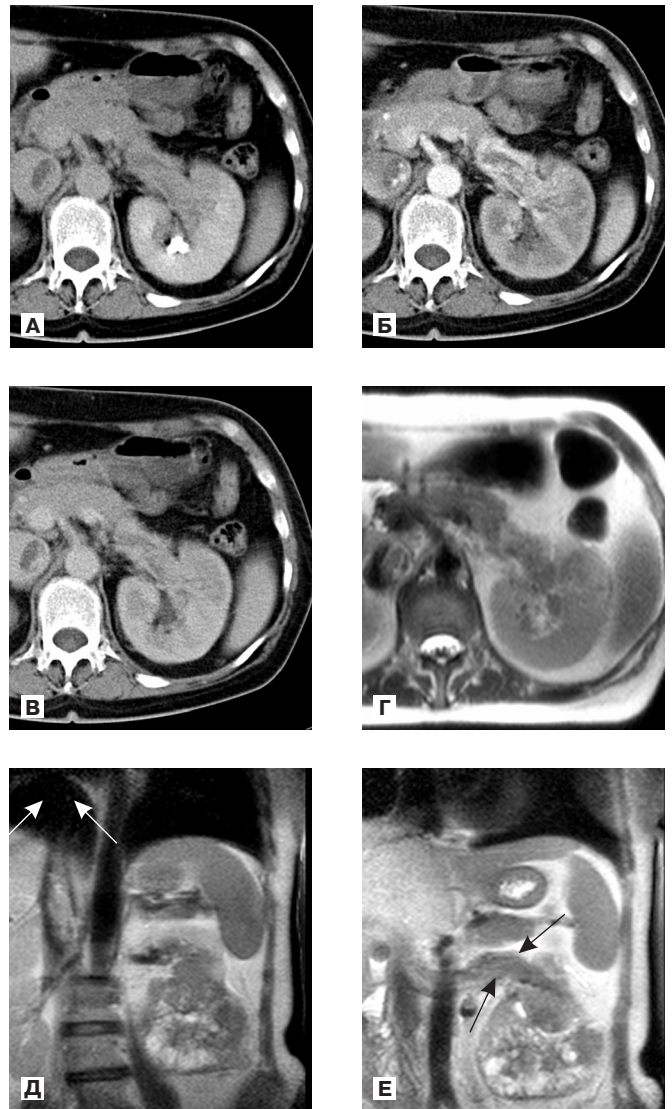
КТ и МРТ больной Г., 45 лет (и/б №05/16182), с диагнозом «рак левой почки и тромбоз нижней полой и левой почечной вены».
